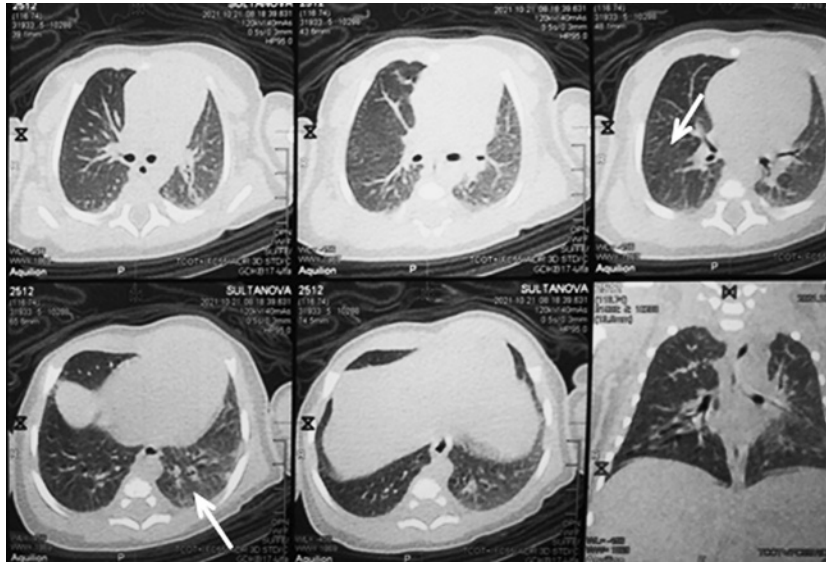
Компьютерная томограмма пациентки. Возраст 9 сут. В легких отмечается снижение прозрачности легочных полей (стрелки)
